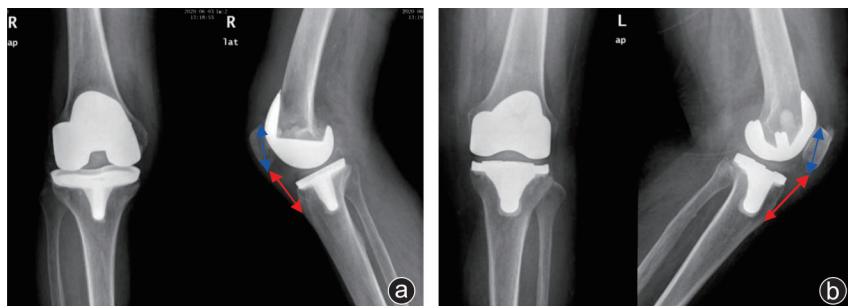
髌骨翻转组(a)和髌骨侧方移位组(b)病人术后6个月的膝关节正侧位X线片及Insall-Salvati指数测量划线,髌骨侧方移位组病人髌骨位置及Insall-Salvati指数较髌骨翻转组更加合理
